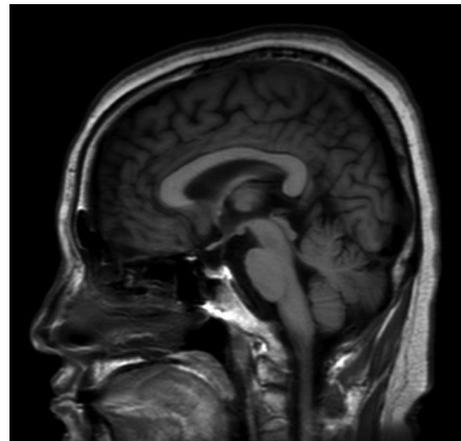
Sella magnetic resonance imaging showed a normal pituitary gland.
